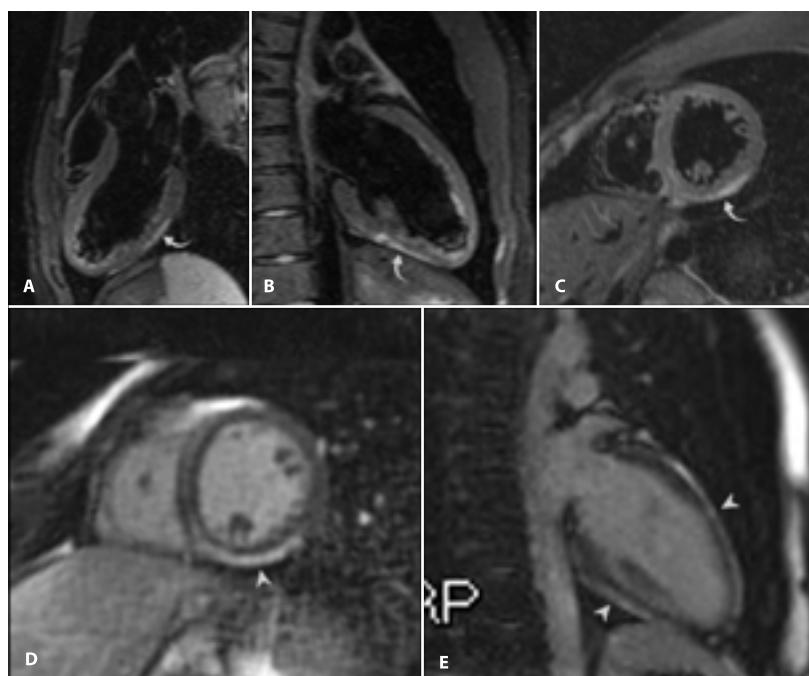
RM cardíaca. Secuencia STIR ponderada en T2, cortes de tres cámaras (A), dos cámaras (B) y eje corto medial (C). Secuencia T1-IR de realce tardío con gadolinio, eje corto medial (D) y dos cámaras (E). Las imágenes muestran aumento de la señal en T2/STIR por edema subepicárdico (flecha curva) a nivel de la región inferior e inferoseptal de los segmentos medio y apical (A-C). Hay realce tardío subepicárdico (puntas de flecha) en segmentos medio-basales: anterosseptal, inferoseptal e inferior; y en segmento inferior apical (D-E), hallazgos compatibles con miocarditis
